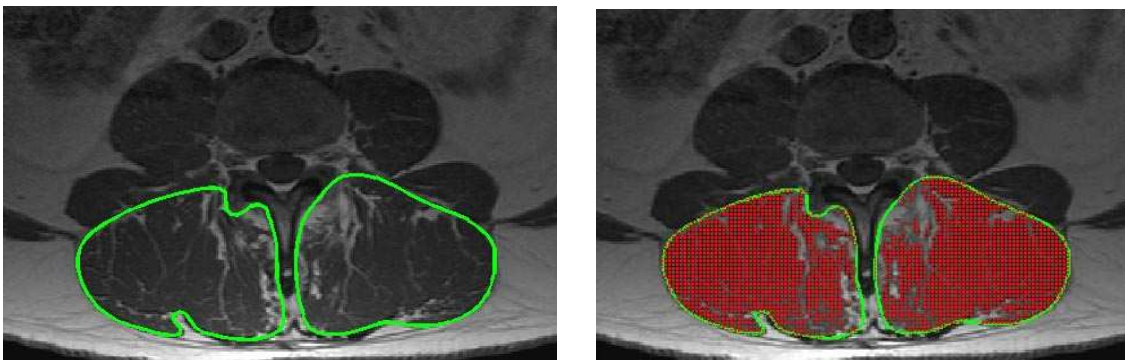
Postoperative MRI slice above to the arthrodesis.
